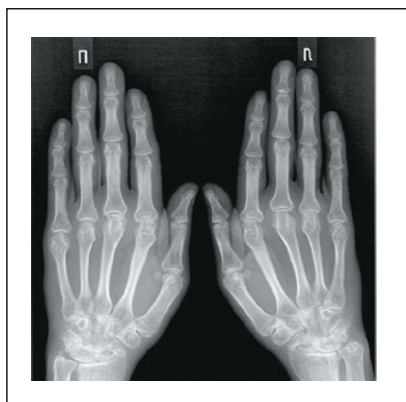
Рентгенологическая картина поражения суставов запястья умеренной выраженности (Larsen 3-4 см.).
